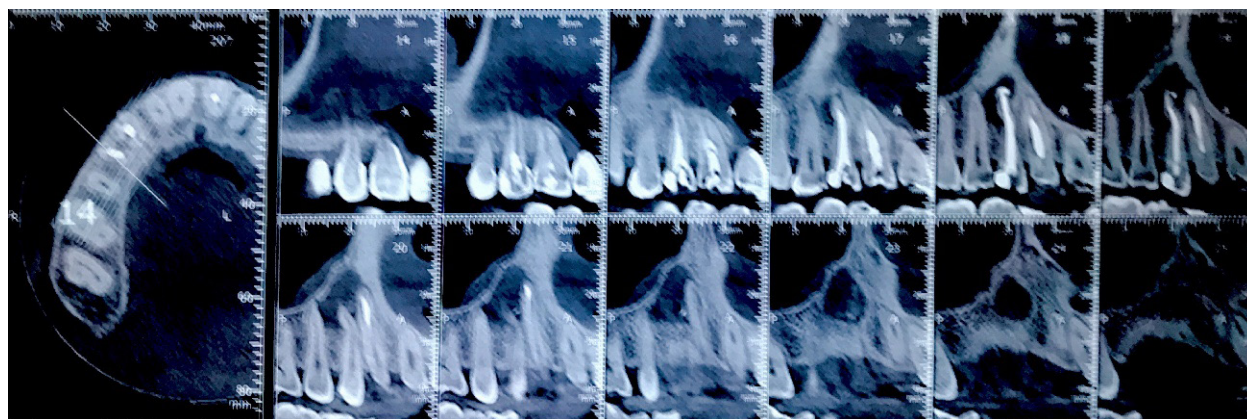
TCFC mostrando lesão periapical envolvendo os dentes 13, 14 e 15
